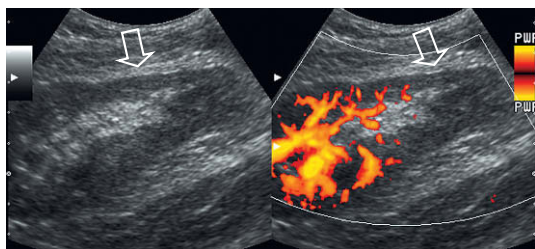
Imágenes lado a lado en escala de grises y de Doppler color del polo inferior de un riñón trasplantado con escaso funcionamiento. Obsérvese la cortical fina (flecha) y la ausencia completa de flujo con el Doppler de potencia en el polo inferior. Este trasplante renal precisó dos anastomosis arteriales. Se sugirió y confirmó con angiografía la trombosis de la arteria del polo inferior. Además, la biopsia guiada por ecografía del polo superior identificó un rechazo agudo.
